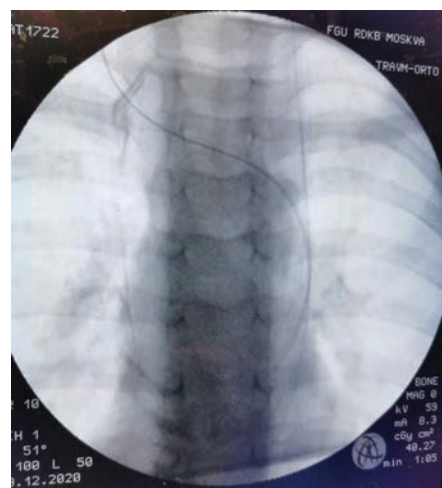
J-образный проводник определяется в проекции левых отделов сердца при контрольном рентгенологическом исследовании
